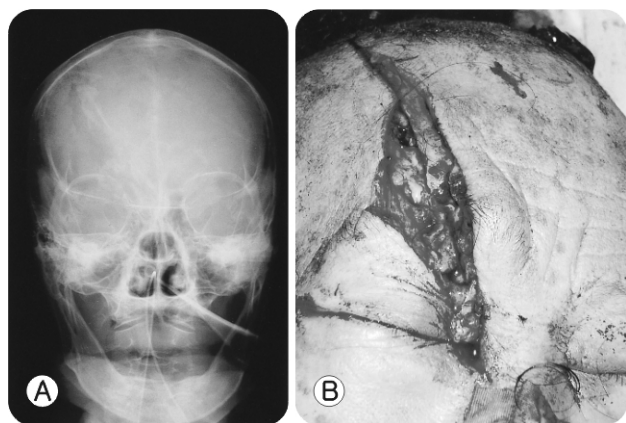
Simple X-ray shows compound comminuted depressed fracture. Grossly, patient had a laceration with exposed bone and brain.
